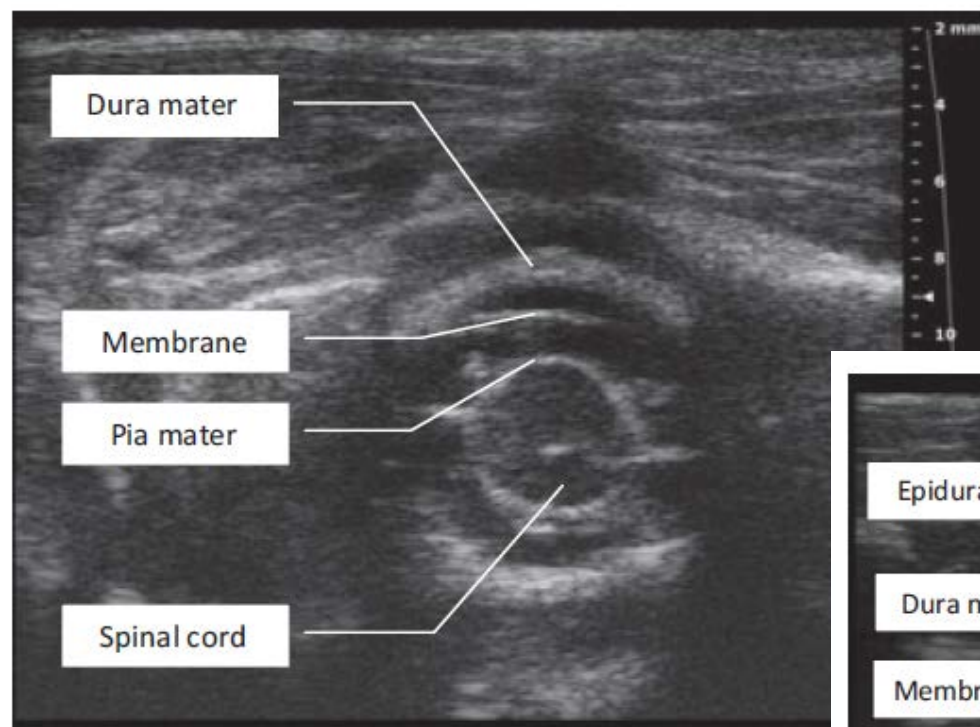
Ultrasound image of a neonatal spinal cord. down to 2 cm can be seen using a 20 MHz probe. In sectional view of the spinal cord, fine detail of the spinal cord and surrounding structures can be seen. The epidural space is less than 1 mm deep. An unidentified membrane in the CSF above the spinal cord.
